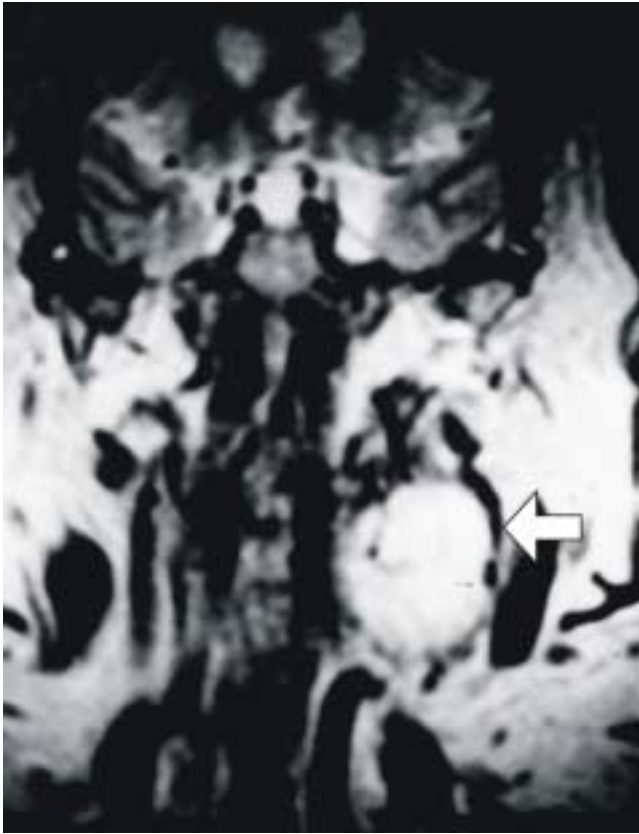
Resonancia magnética nuclear (corte coronal) en donde se aprecia que el tumor comprime las arterias carótida interna y externa (flecha).
